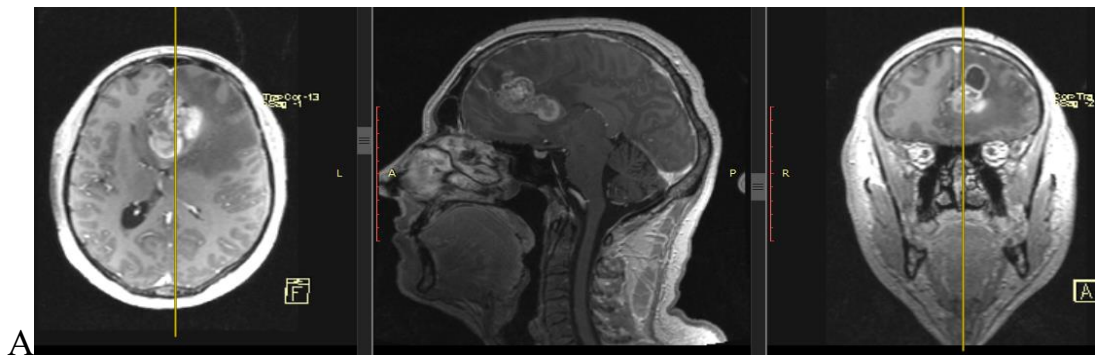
МРТ и МСКТ до и после операции
